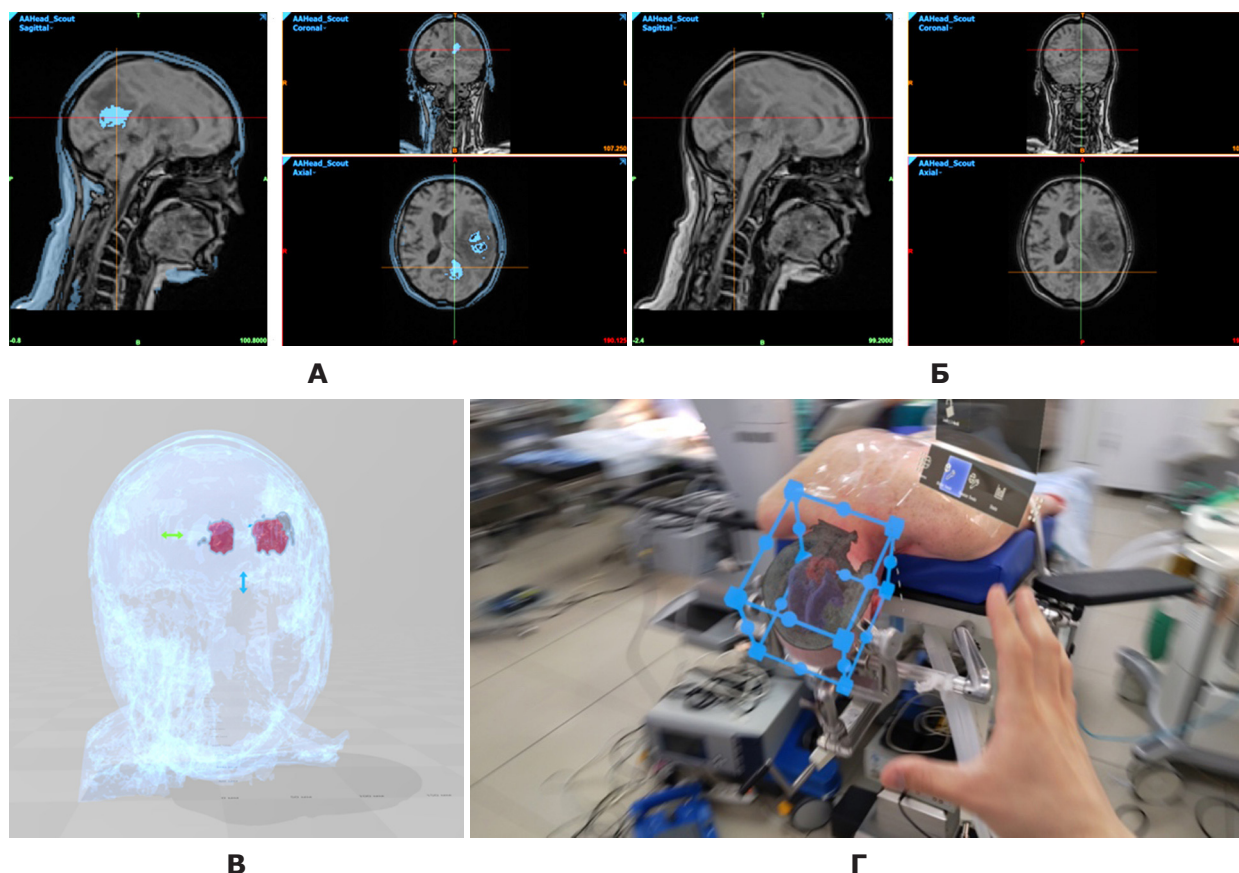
Поетапний процес використання DICOM-зображень для голографічної навігації: А – вигляд МРТ головного мозку пацієнта з новоутвореннями; Б – сегментація новоутворень; В – вигляд 3D-моделі після реконструкції; Г – вигляд голографічної моделі, зіставленої з головою пацієнта через шолом доповненої реальності
